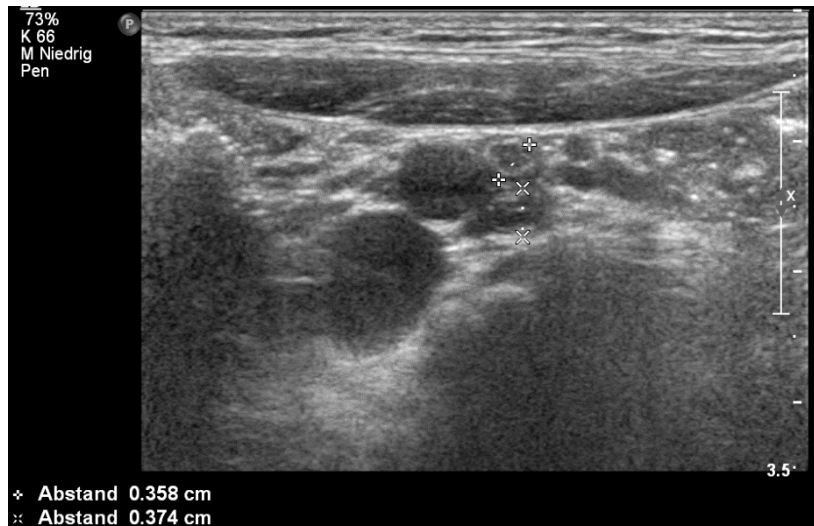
Sonographiebild einer normalen Appendix, zwei Mal angeschnittenen
